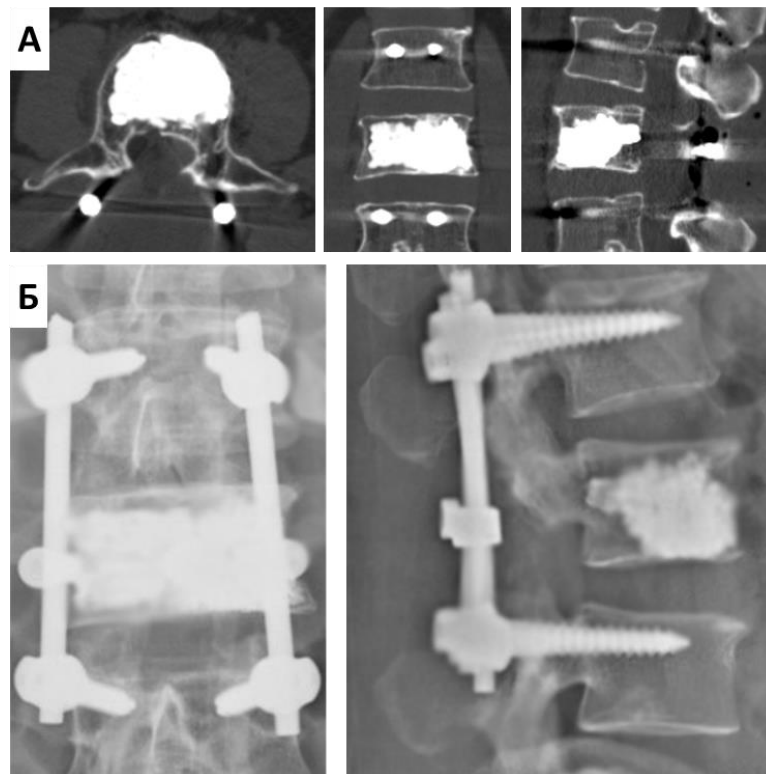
КТ-сканы (А) и рентгенограммы (Б) L1 позвонка больного И. после 1-го этапа лечения
